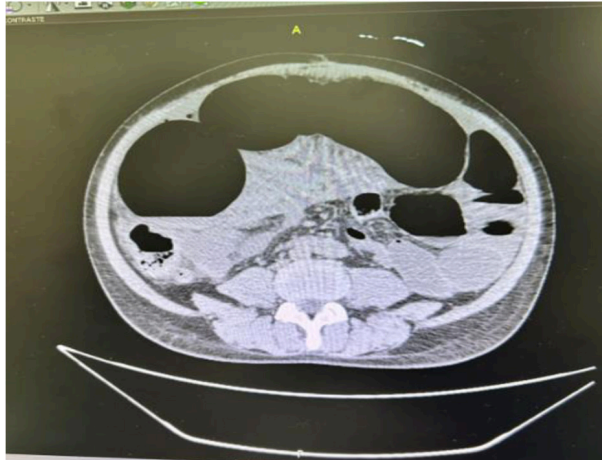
Tomografia de abdome evidenciando volvo de sigmoide associado à moderada distensão de alças a montante. Pequena quantidade de líquido livre abdominal, por vezes apresentando raros focos gasosos de permeio. Apêndice cecal de calibre aumentado. Formações nodulares hepáticas esparsas, inespecíficas.
